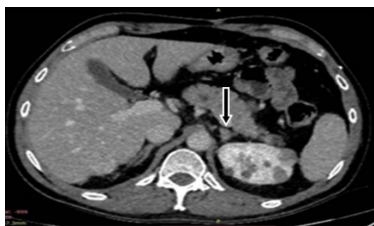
TC de abdome total com contraste (28/03/2019). Espessamento nodular da haste comum da glândula adrenal esquerda (seta).
